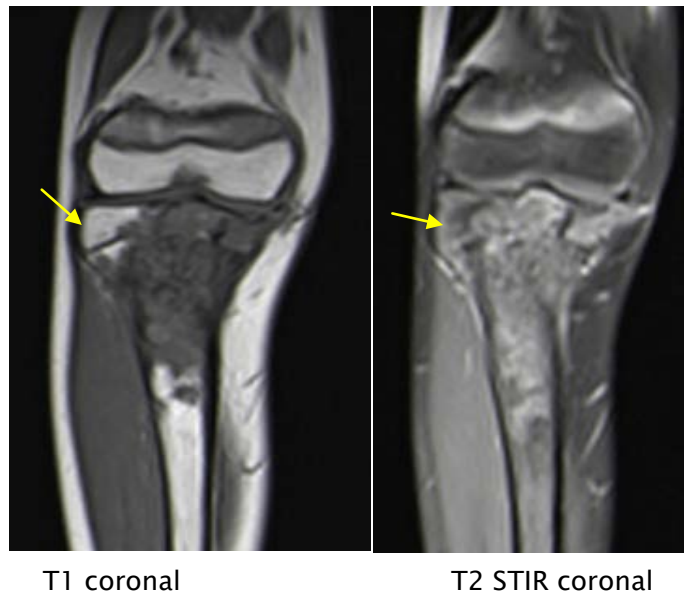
IRM de la jambe droite en séquences pondérés T1 axiale et T2 STIR sagittale :sarcome d'Ewing du tibia droit chez une fille de 11 ans en hypo signalT1 hyper signal T2 STIR de siège métaphyso–diaphysaire étendu à l'épiphyse après franchissement du cartilage de croissance.
